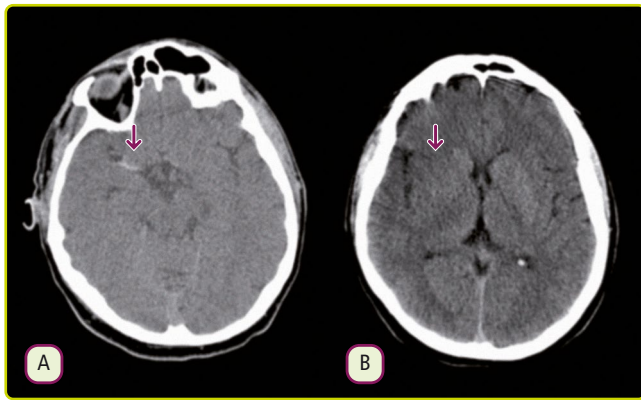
TC simple que muestra signos de infarto isquémico hiperagudo: arteria cerebral media derecha densa secundario a la presencia de trombosis (A), disminución del tamaño de los surcos aracnoideos y la pérdida de la diferenciación entre la sustancia gris-blanca secundario a edema citotóxico (B).
